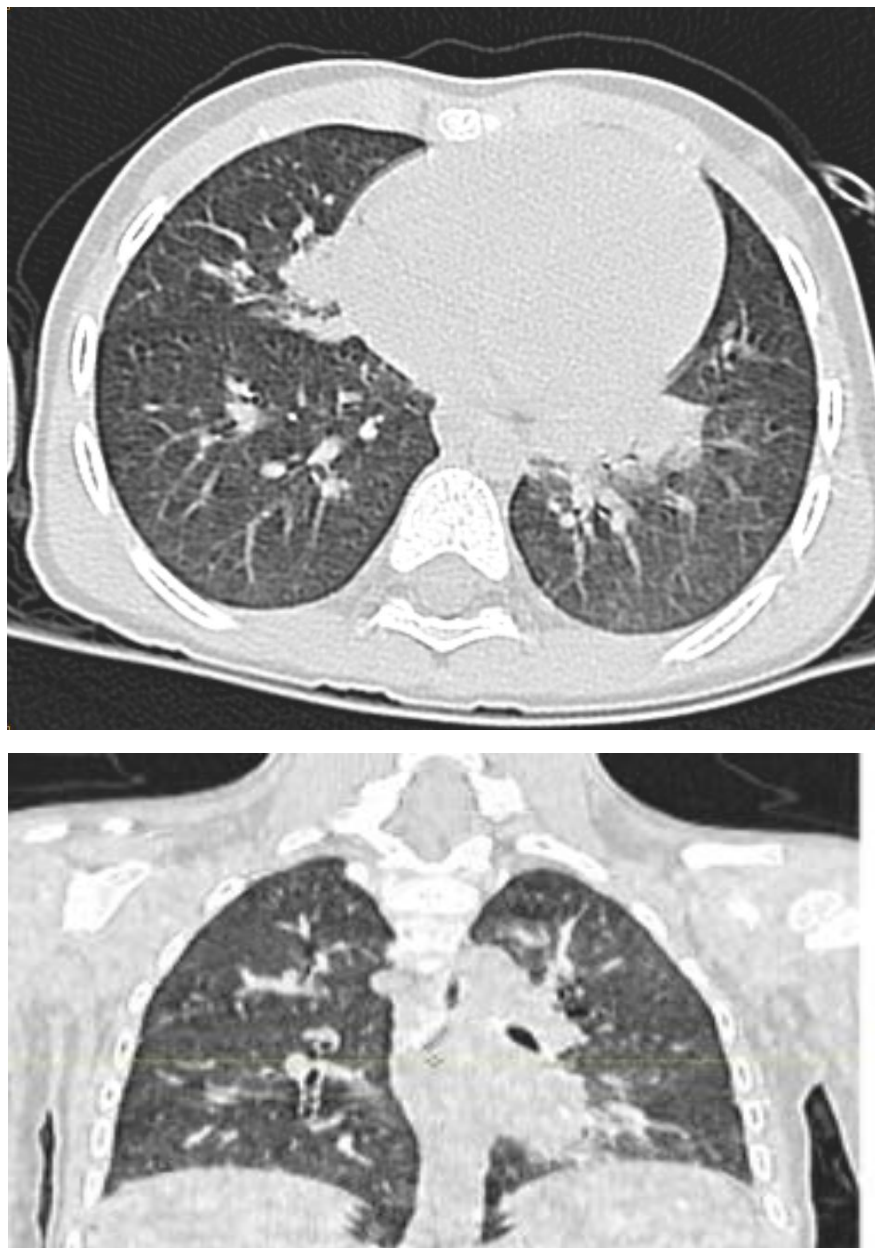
TDM thoracique d'un patient de notre série montrant des petites collections parenchymateuses en rapport avec des petits abcès pulmonaires
